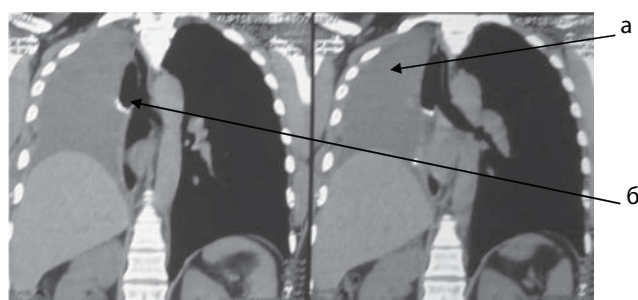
Комп'ютерна томографія органів грудної порожнини, фронтальні зрізи (через 3,5 міс після операції). а — заповнений правий геміторакс; б — кулка головного бронху.
